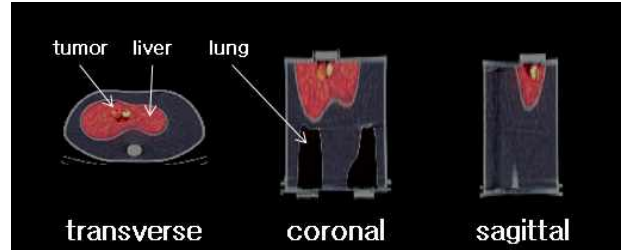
Cu-64 PET/CT torso phantom imaging with tumor region. Torso phantom was consisted by lung, liver and tumor.
